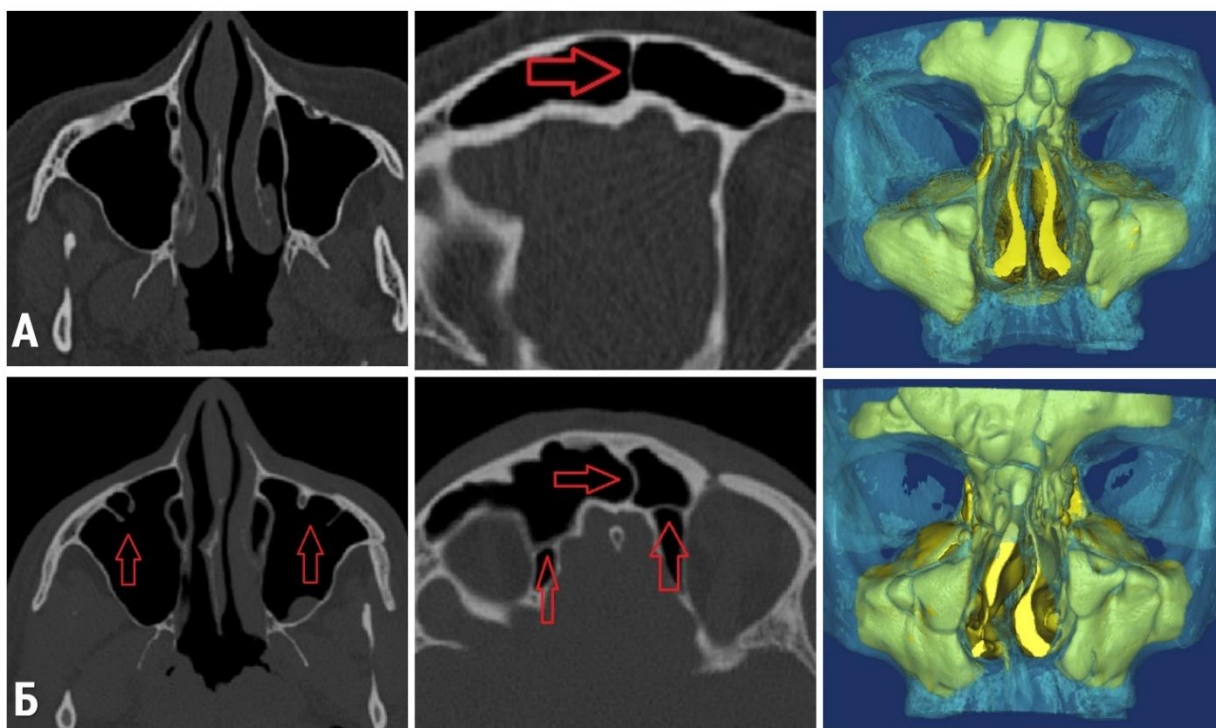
Аксіальні, корональні зрізи та 3D-реконструкція томографічних зображень пацієнтів з різними показниками відношення об'єму кістки до площі її поверхні: А – Пацієнтка Ч., 55 років. Значення ІІ=1,08, що відповідає нормальному типу будови КСЗО. Показник відношення об'єму кісткової тканини до площі її поверхні складає 0,85 мм; Б – Пацієнт К., 44 роки. Значення ІІ=0,99, що відповідає нормальному типу будови КСЗО. Показник відношення об'єму кісткової тканини до площі її поверхні складає 1,05 мм. Чероними стрілочками вказані септи та додаткові комірочки.
